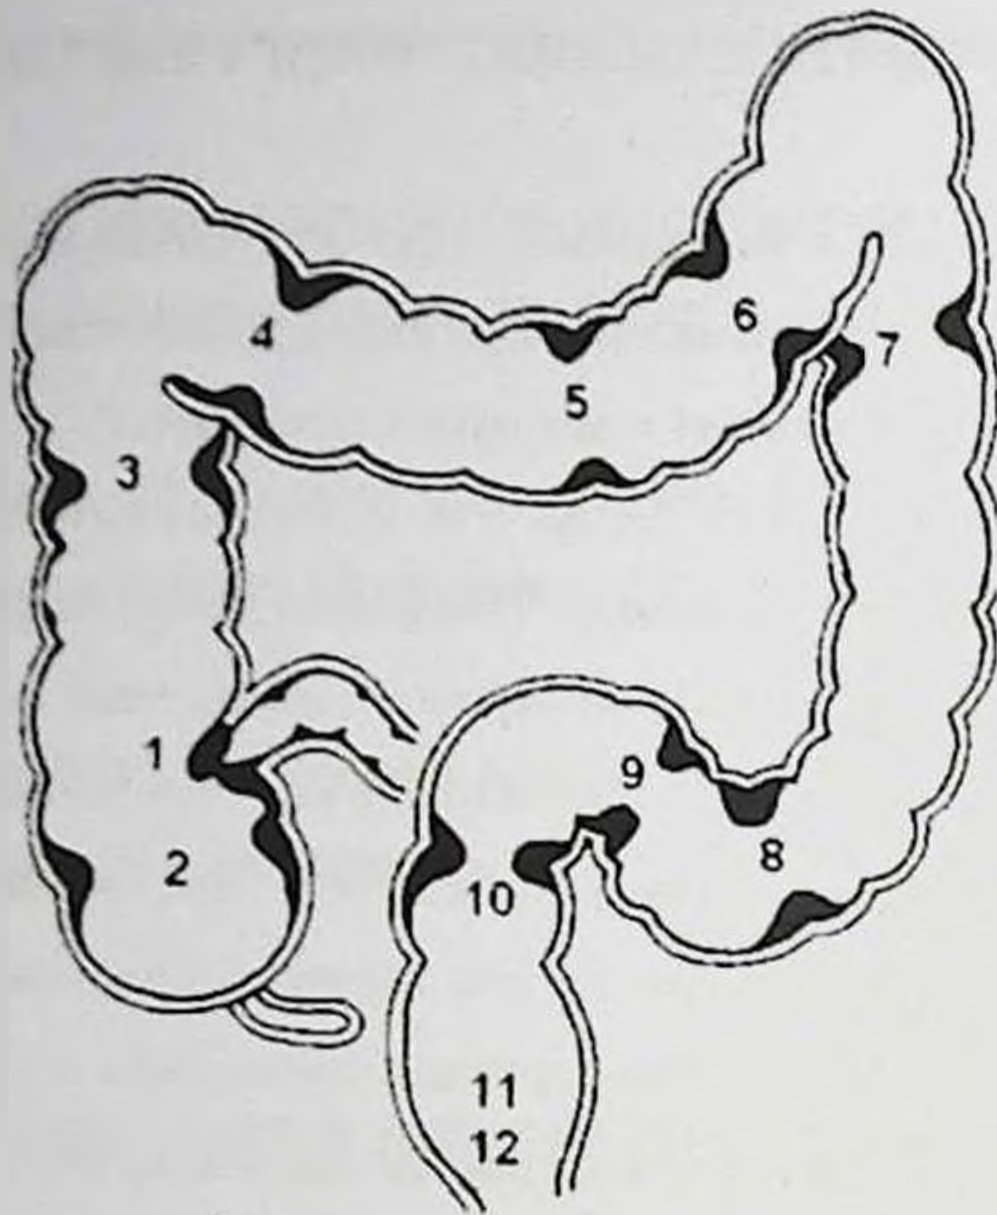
Сфинктеры толстой кишки 1. Сфинктер Варолиуса, или баугиниева заслонка. 2. Сфинктер Бузи. 3. Сфинктер Гирша. 4. Сфинктер Кеннона-Бема, или сфинктер Кеннона правый. 5. Сфинктер Хорста. 6. Сфинктер Кеннона левый. 7. Сфинктер Пайра-Штрауса. 8. Сфинктер Балли. 9. Сфинктер Росси-Мутье. 10. Сфинктер Оберна-Пирогова-Мутье. 11. Внутренний сфинктер заднего прохода. 12. Наружный сфинктер заднего прохода.
